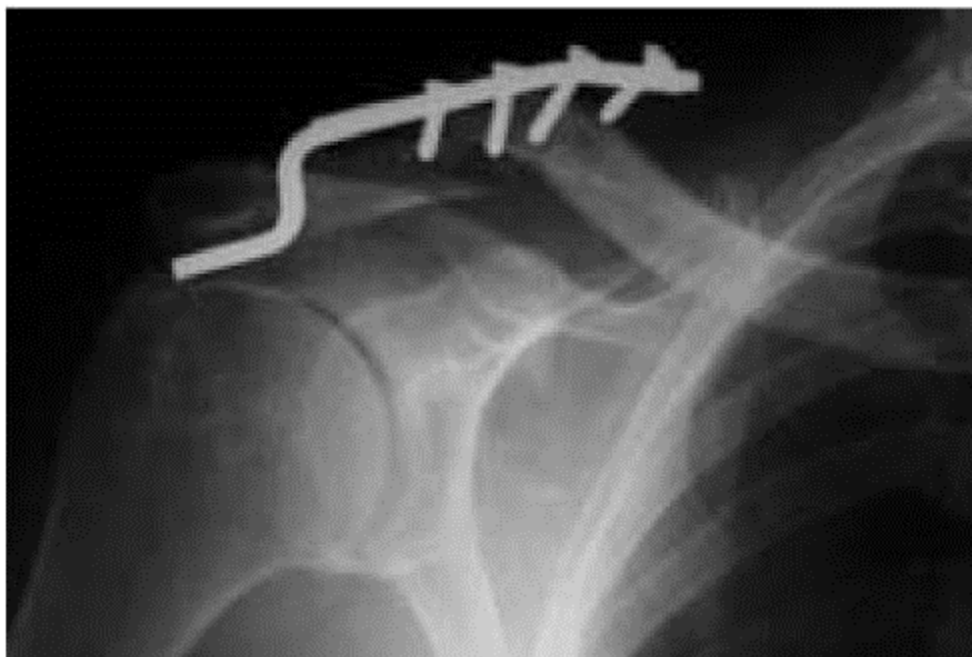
Radiographie montrant détachement des vis de la clavicle et le désengagement de la plaque de la clavicle en dedans 6 semaines après la fixation d'une plaque de crochet 6 trous. (56)
